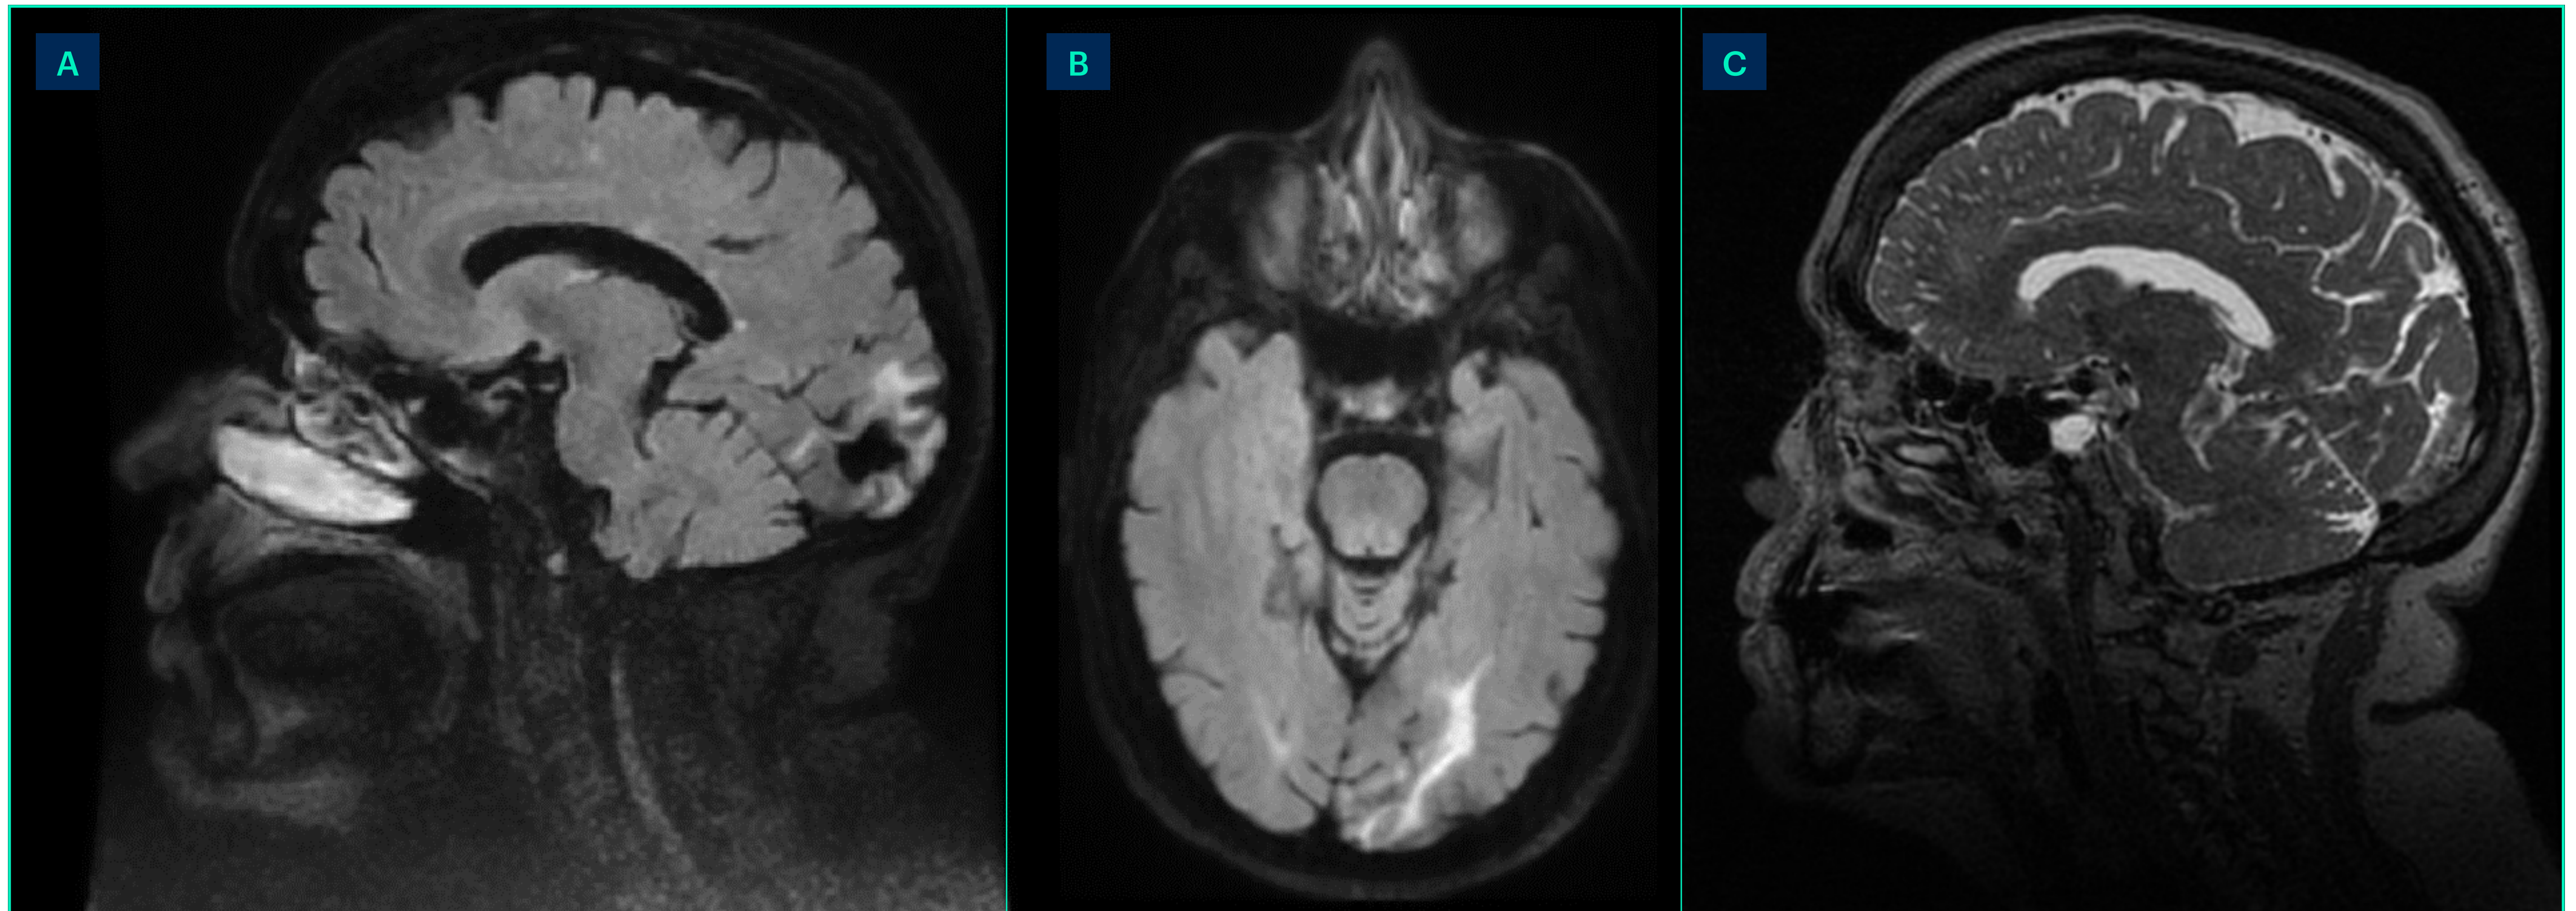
Resonancia magnética cerebral con imágenes comparativas en secuencia FLAIR sagital y axial (A-B) y T2 sagital (C) (a los 10 meses del proceso agudo y 6 meses del inicio de tratamiento con DMF), hallazgos con compatibles con angiopatía amiloide cerebral, con resolución del edema cerebral y sin signos de actividad inflamatoria en el momento actual.
